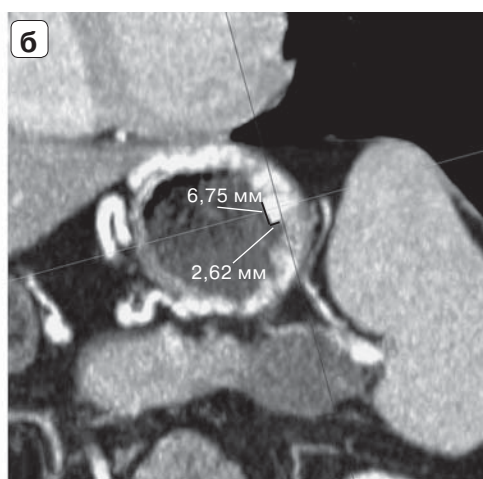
Компьютерные томограммы. ВРВ желудка, МIP-реконструкция: а – аксиальная проекция, выбор плоскости исследования вдоль слизистой оболочки желудка; б – результирующая плоскость, перпендикулярная стенке желудка, диаметр ВРВ 6,75 мм, степень protrusion вены в просвет желудка 2,62 мм.
